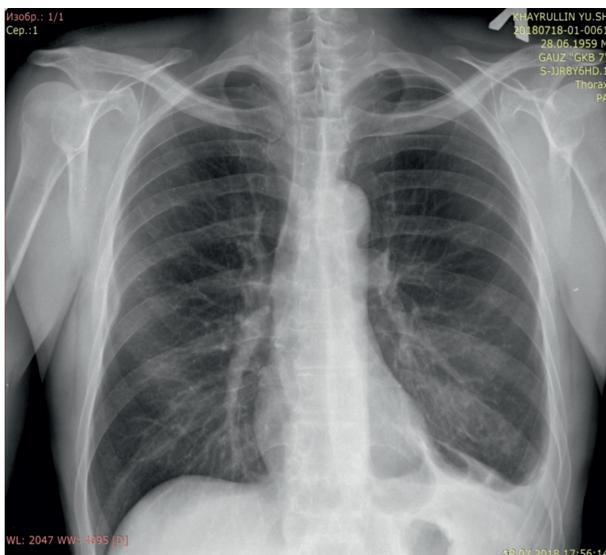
Рентгенография грудной клетки в динамике через 3 мес после операции
